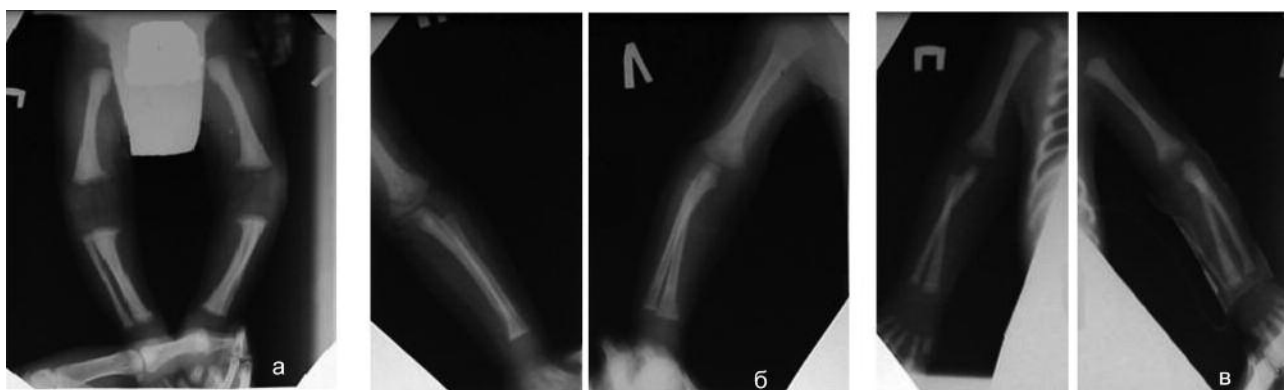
Ребенок Х., 16 дней. Рентгенография длинных трубчатых костей верхних и нижних конечностей. Сифилитический остеохондрит 1-й степени: расширена зона предварительного обызвествления, повышена плотность зоны обызвествления, контуры ее зазубрены (рентгенограммы из собственного архива)
